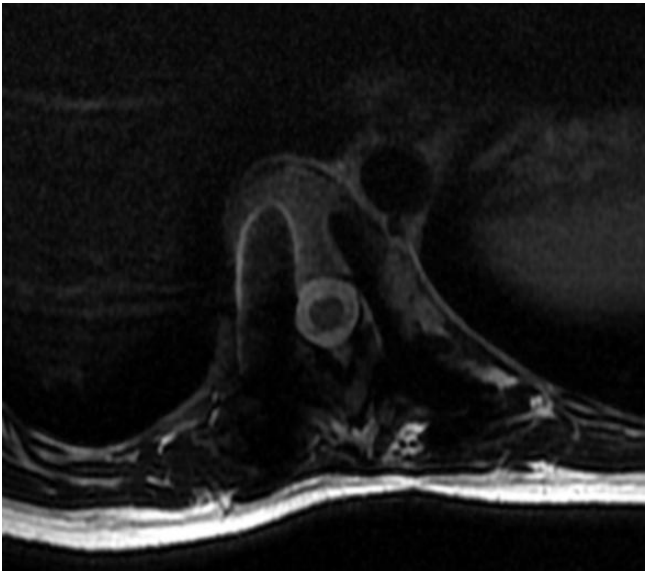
(superior izquierda), 7 (superior derecha), 8 (inferior izquierda) y 9 (inferior derecha) de cortes axiales de raquis obtenidas mediante RM. Imagen 6: secuencia T2 FSE, nivel T10. Imagen 7: secuencia STIR, nivel L1. Imagen 8: secuencia STIR MAVRIC SL, nivel T12. Medición de la distancia a la Aorta de un tornillo izquierdo que irrumpe la cortical vertebral. Imagen 9: secuencia DP MAVRIC SL, nivel L4.
